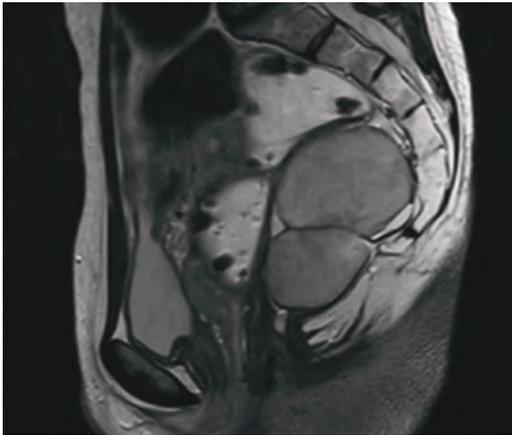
Resonancia Magnética Pélvica con presencia de Tumor Pre sacro
